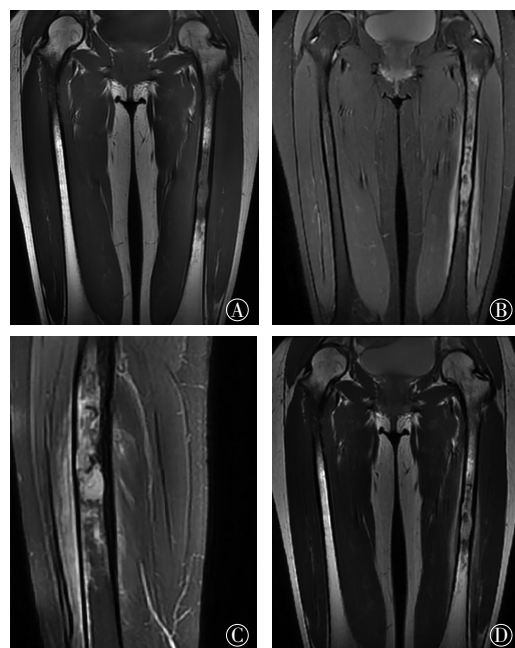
患者女性, 33岁, 左股骨朗格汉斯细胞组织细胞增生症 MRI 显像图 图中, A: 左股骨冠状位 T1WI 序列; B: 左股骨冠状位 T2WI 脂肪抑制序列; C: 左股骨矢状位 T2WI 脂肪抑制序列; D: 左股骨冠状位 T2WI 不压脂序列。左侧股骨干可见大范围不均匀的长 T1 和长 T2 信号影, T2WI 脂肪抑制序列呈高信号, 骨皮质凹凸不平欠光整, 骨外膜轻度增厚, 周围软组织内见大范围条片状长 T1 和长 T2 信号影。
